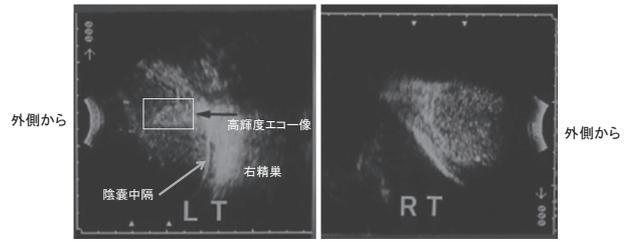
生殖不能症を示す黒毛和種牛の精巣の超音波画像
